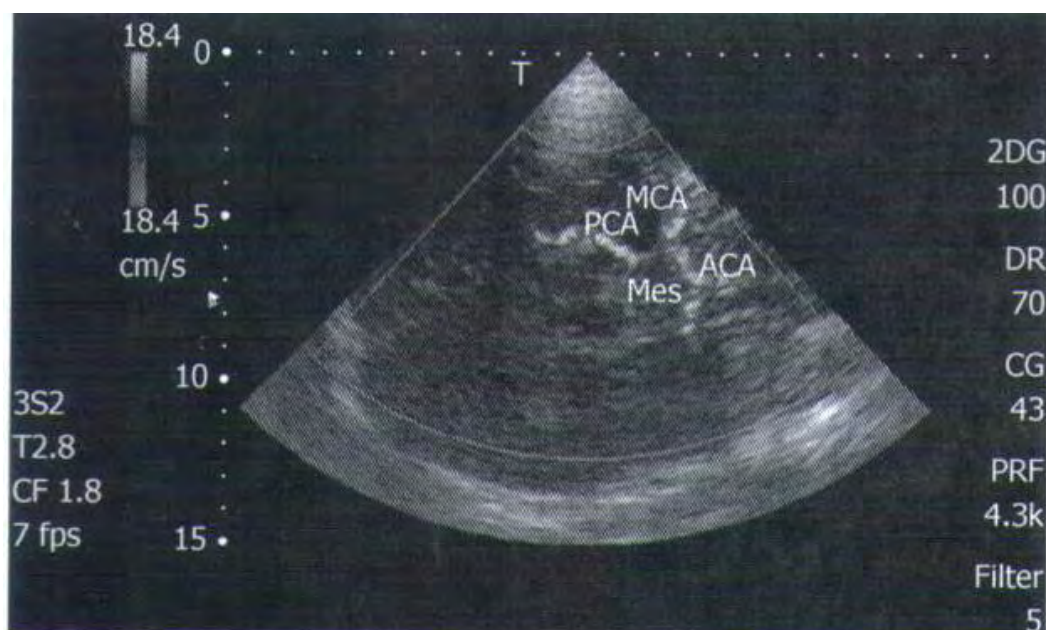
Transcranial Doppler color Doppler study of intracranial arteries. MCA: Middle cerebral artery; PCA: Posterior cerebral artery; ACA: Anterior cerebral artery; Mes: Mesencephalon.
